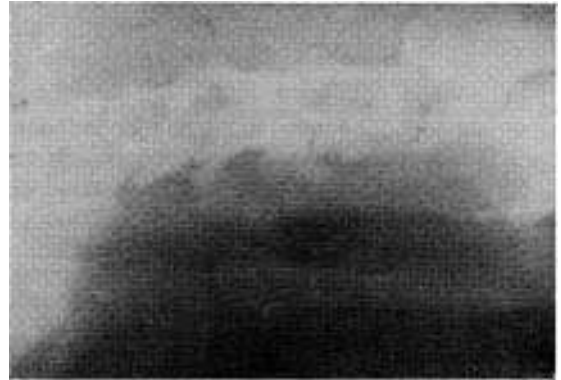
Radiografía simple de cuello, 161 días después de una resección tubular corta reparada por sutura de los cabos. Muestra mínima estenosis por rodete más marcado en la cara posterior.
